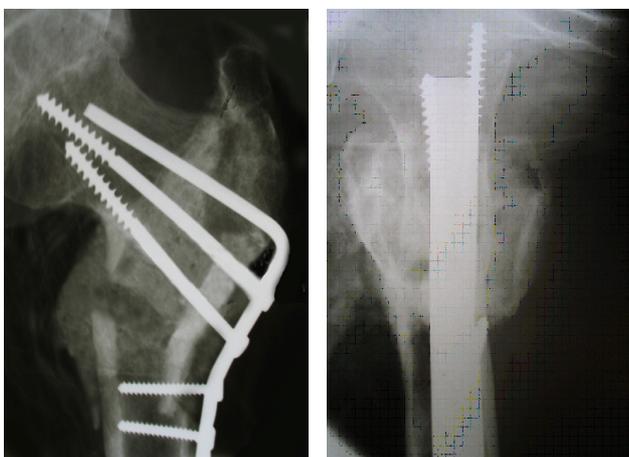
Рентгенограмма тазобедренного сустава пациента 3., 52 лет, через 1 год после операции: а – прямая проекция (консолидация в зоне остеотомии, сохранение ШДУ 130); б – аксиальная проекция (консолидация в зоне остеотомии, выраженная периостальная костная мозоль)
